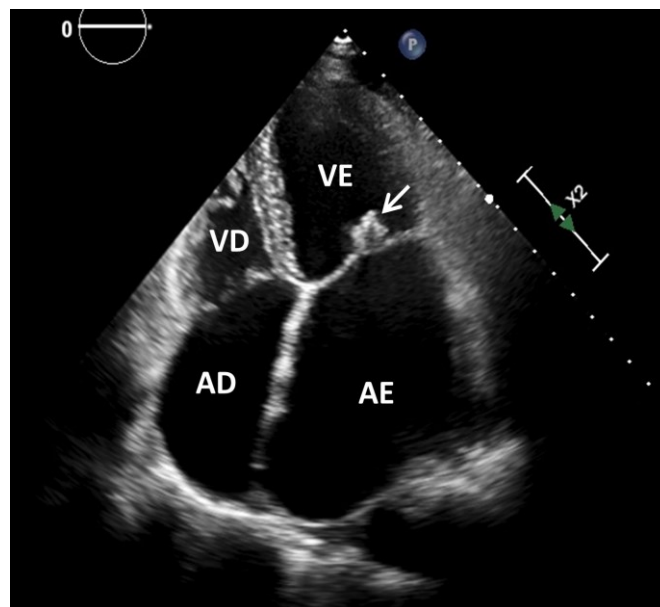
Imagem ao ecocardiograma bidimensional, corte apical de quatro câmaras, evidenciando espessamento dos folhetos da valva mitral (seta) com restrição à abertura valvar. Observa-se aumento dos átrios, especialmente do átrio esquerdo. AE = Átrio esquerdo; AD = Átrio direito; VD = Ventriculo direito; VE = Ventriculo esquerdo.
